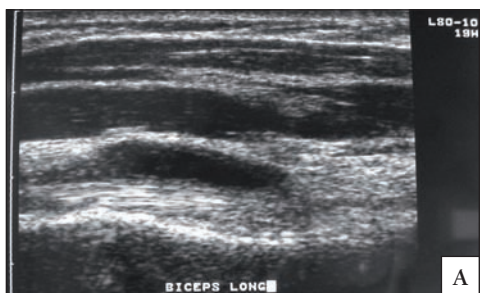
6B: Ecografía muscular
